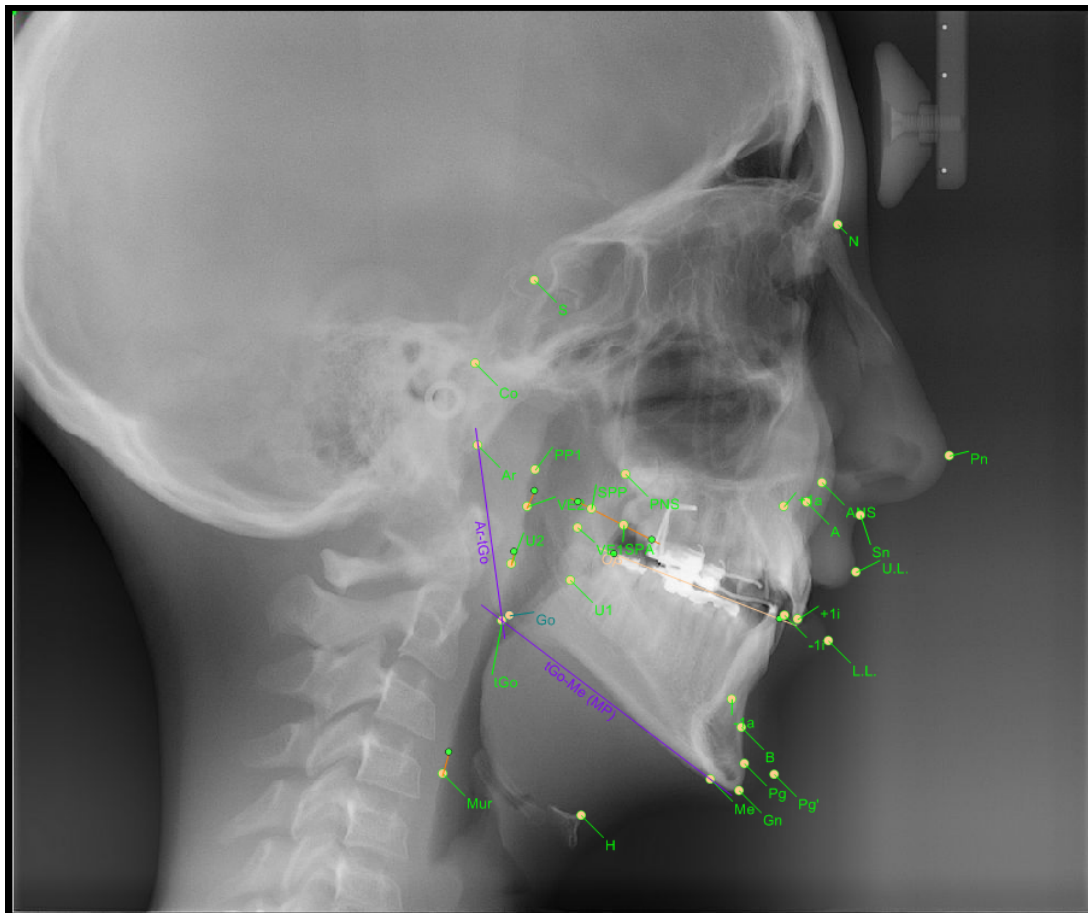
Points de repères sur la radiographie céphalométrique
